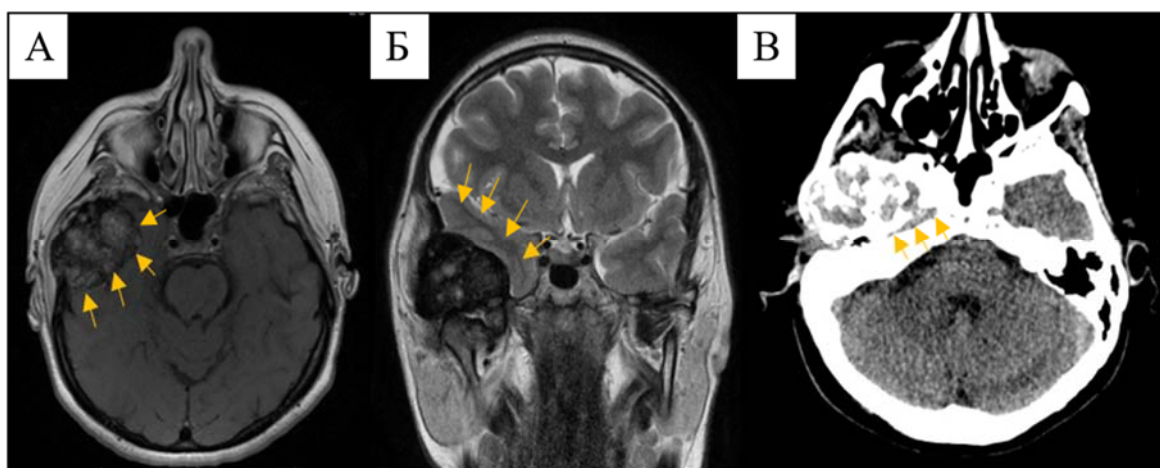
МРТ и КТ опухоли I типа (пациентка М., меланома, контрольная группа). А – МРТ в режиме T1 с контрастным усилением (желтыми стрелками указано экстрадуральное расположение опухоли); Б - МРТ в режиме T2 (желтыми стрелками указано отсутствие перифокального отека мозговой ткани); В – КТ с контрастным усилением (желтыми стрелками указан канал внутренней сонной артерии в пирамиде височной кости)
